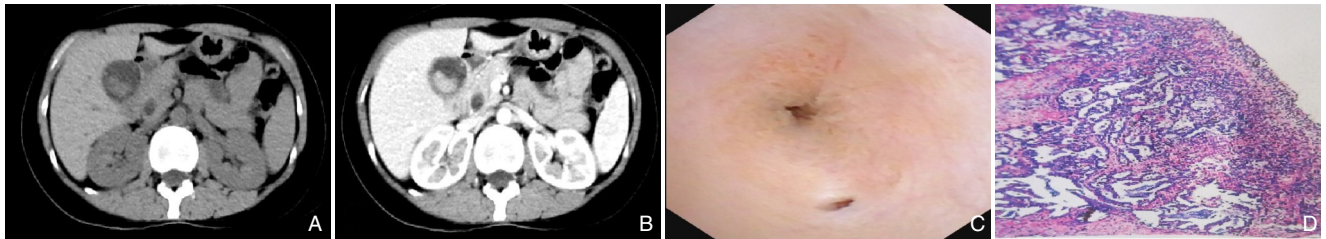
首次入院治疗资料 A-B: 上腹部平扫+增强CT示胆囊内1.4 cm×2.0 cm实性占位，不均匀强化；C: 术中胆道镜下胆总管下端胆管开口及胰管开口；D: (12p)淋巴结1/2枚见癌转移，胆囊可见癌浸润（×100）
